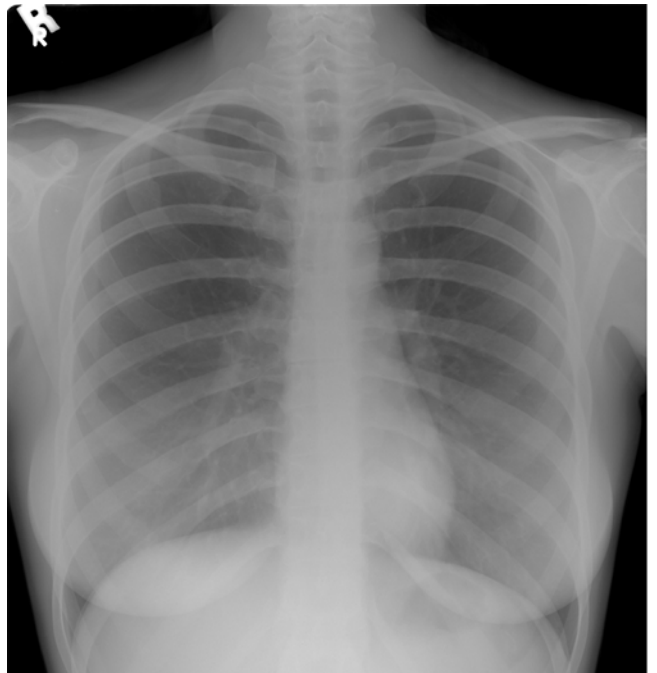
Olgunun kliniğimize başvurusunda çekilen PA akciğer grafisi
